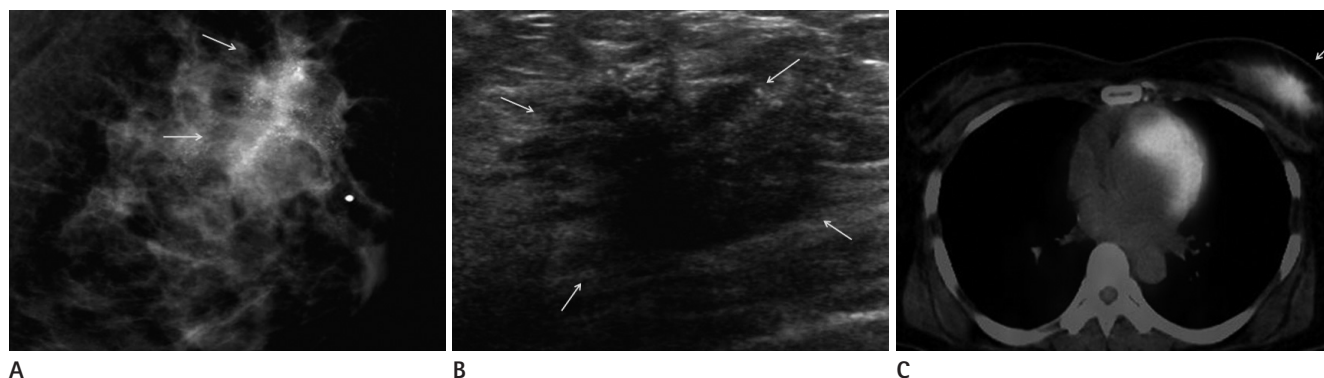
A 56-year-old woman having 45 mm DCIS with PET/CT positive.
